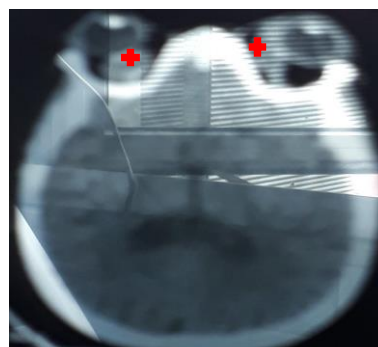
TDM avec un abcès orbitaire
